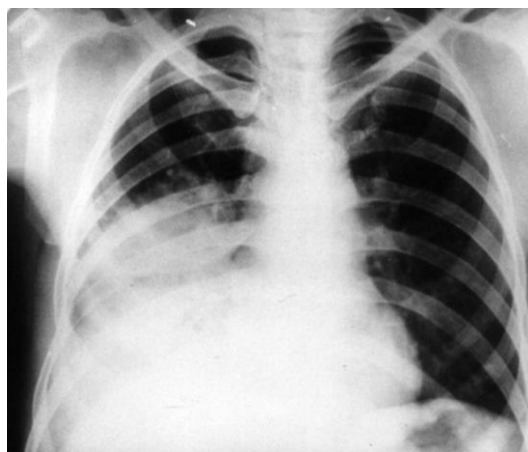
Обзорная рентгенограмма легких больного К. В нижнем легочном поле справа определяется неоднородная тень 13,0x16,0 см с неровными контурами.
